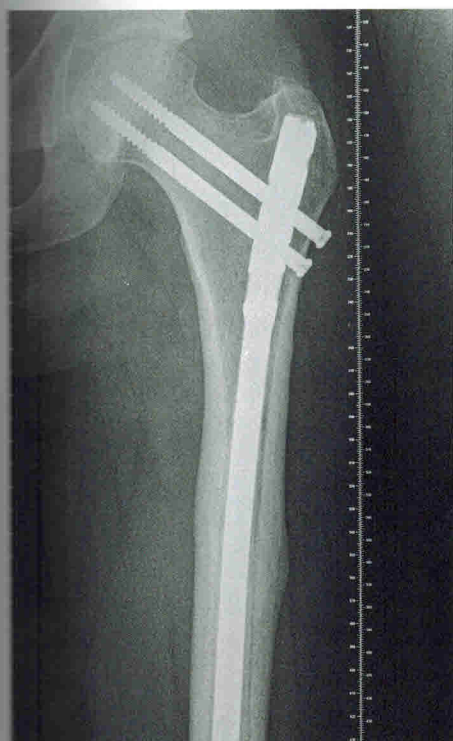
Функциональный и рентгенологический результат лечения того же пациента через один год
